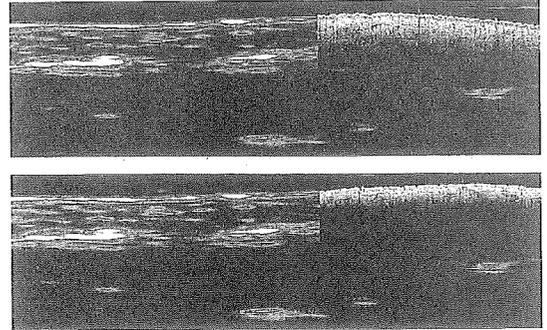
Gesunde Haut an der Oberarmmenseite. Vergleich zwischen 20 MHz-Sonographie und 1300 nm-OCT (a) sowie 830 nm-OCT (b). Die OCT-Bilder sind jeweils rechts maßstabsgetreu in das Ultraschallbild eingefügt. In den OCT-Bildern lässt sich bei erheblich besserer Auflösung die Epidermis abgrenzen. Bei 1300 nm ist zusätzlich wie in der Sonographie die Untergränze der Dermis dargestellt. Ultraschall 12 mm x 3,5 mm, 1300 nm-OCT 5 mm x 1,3 mm, 830 nm-OCT 5 mm x 1,5 mm.
